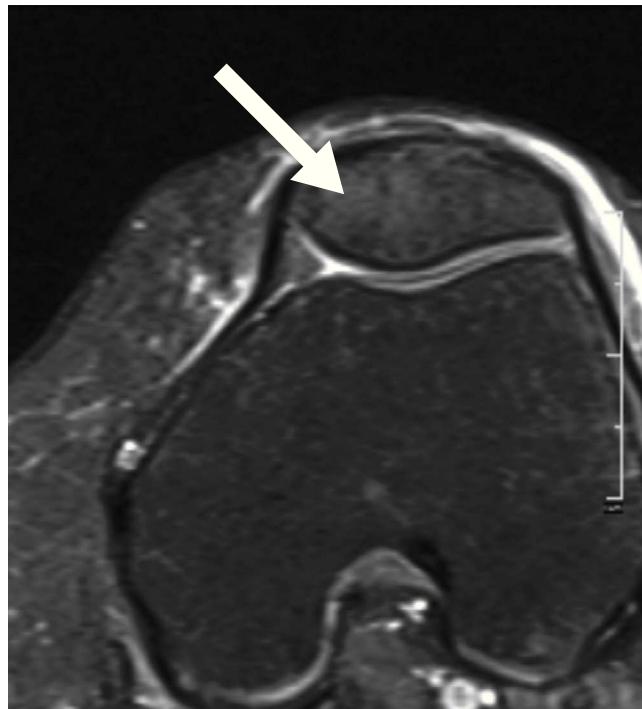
Resonancia magnética de rodilla donde se observa edema óseo de la rótula (flecha gruesa).
